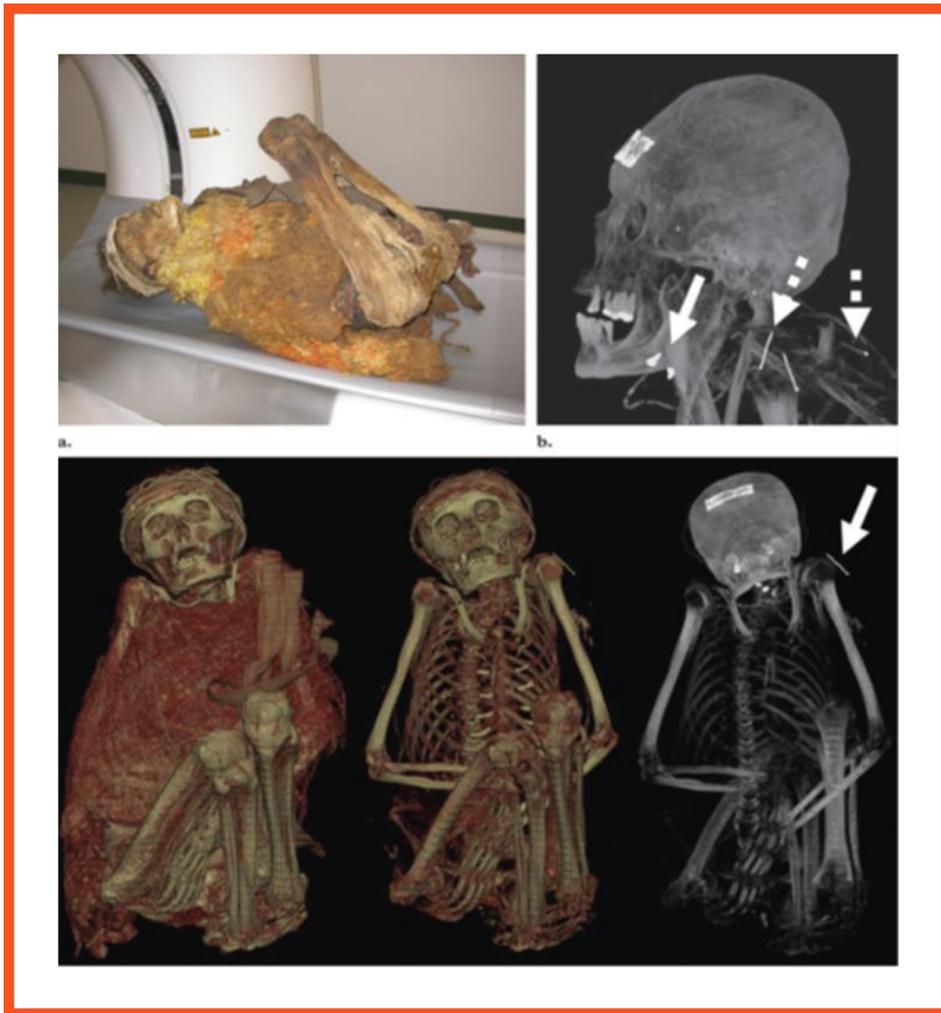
Imágenes TC momia precolombina (20).
